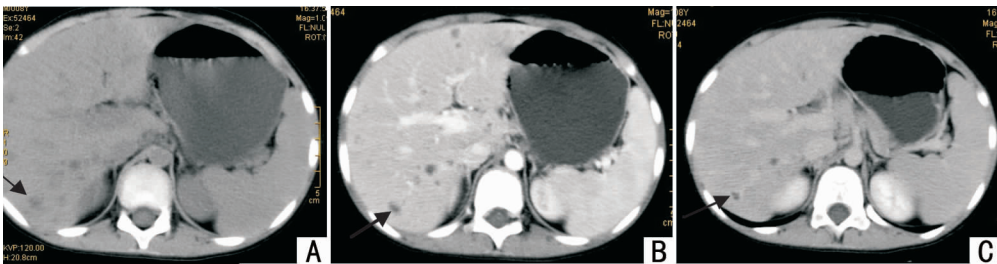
病例 1 的 CT 表现 患儿,男,8 岁,发热伴腹痛 1 个月入院。A:肝脏 CT 平扫显示肝内散在分布多个小结节灶(箭头所示);B、C 分别为肝脏动脉期及门脉期增强 CT 扫描显示结节灶呈环状强化(箭头所示)。
